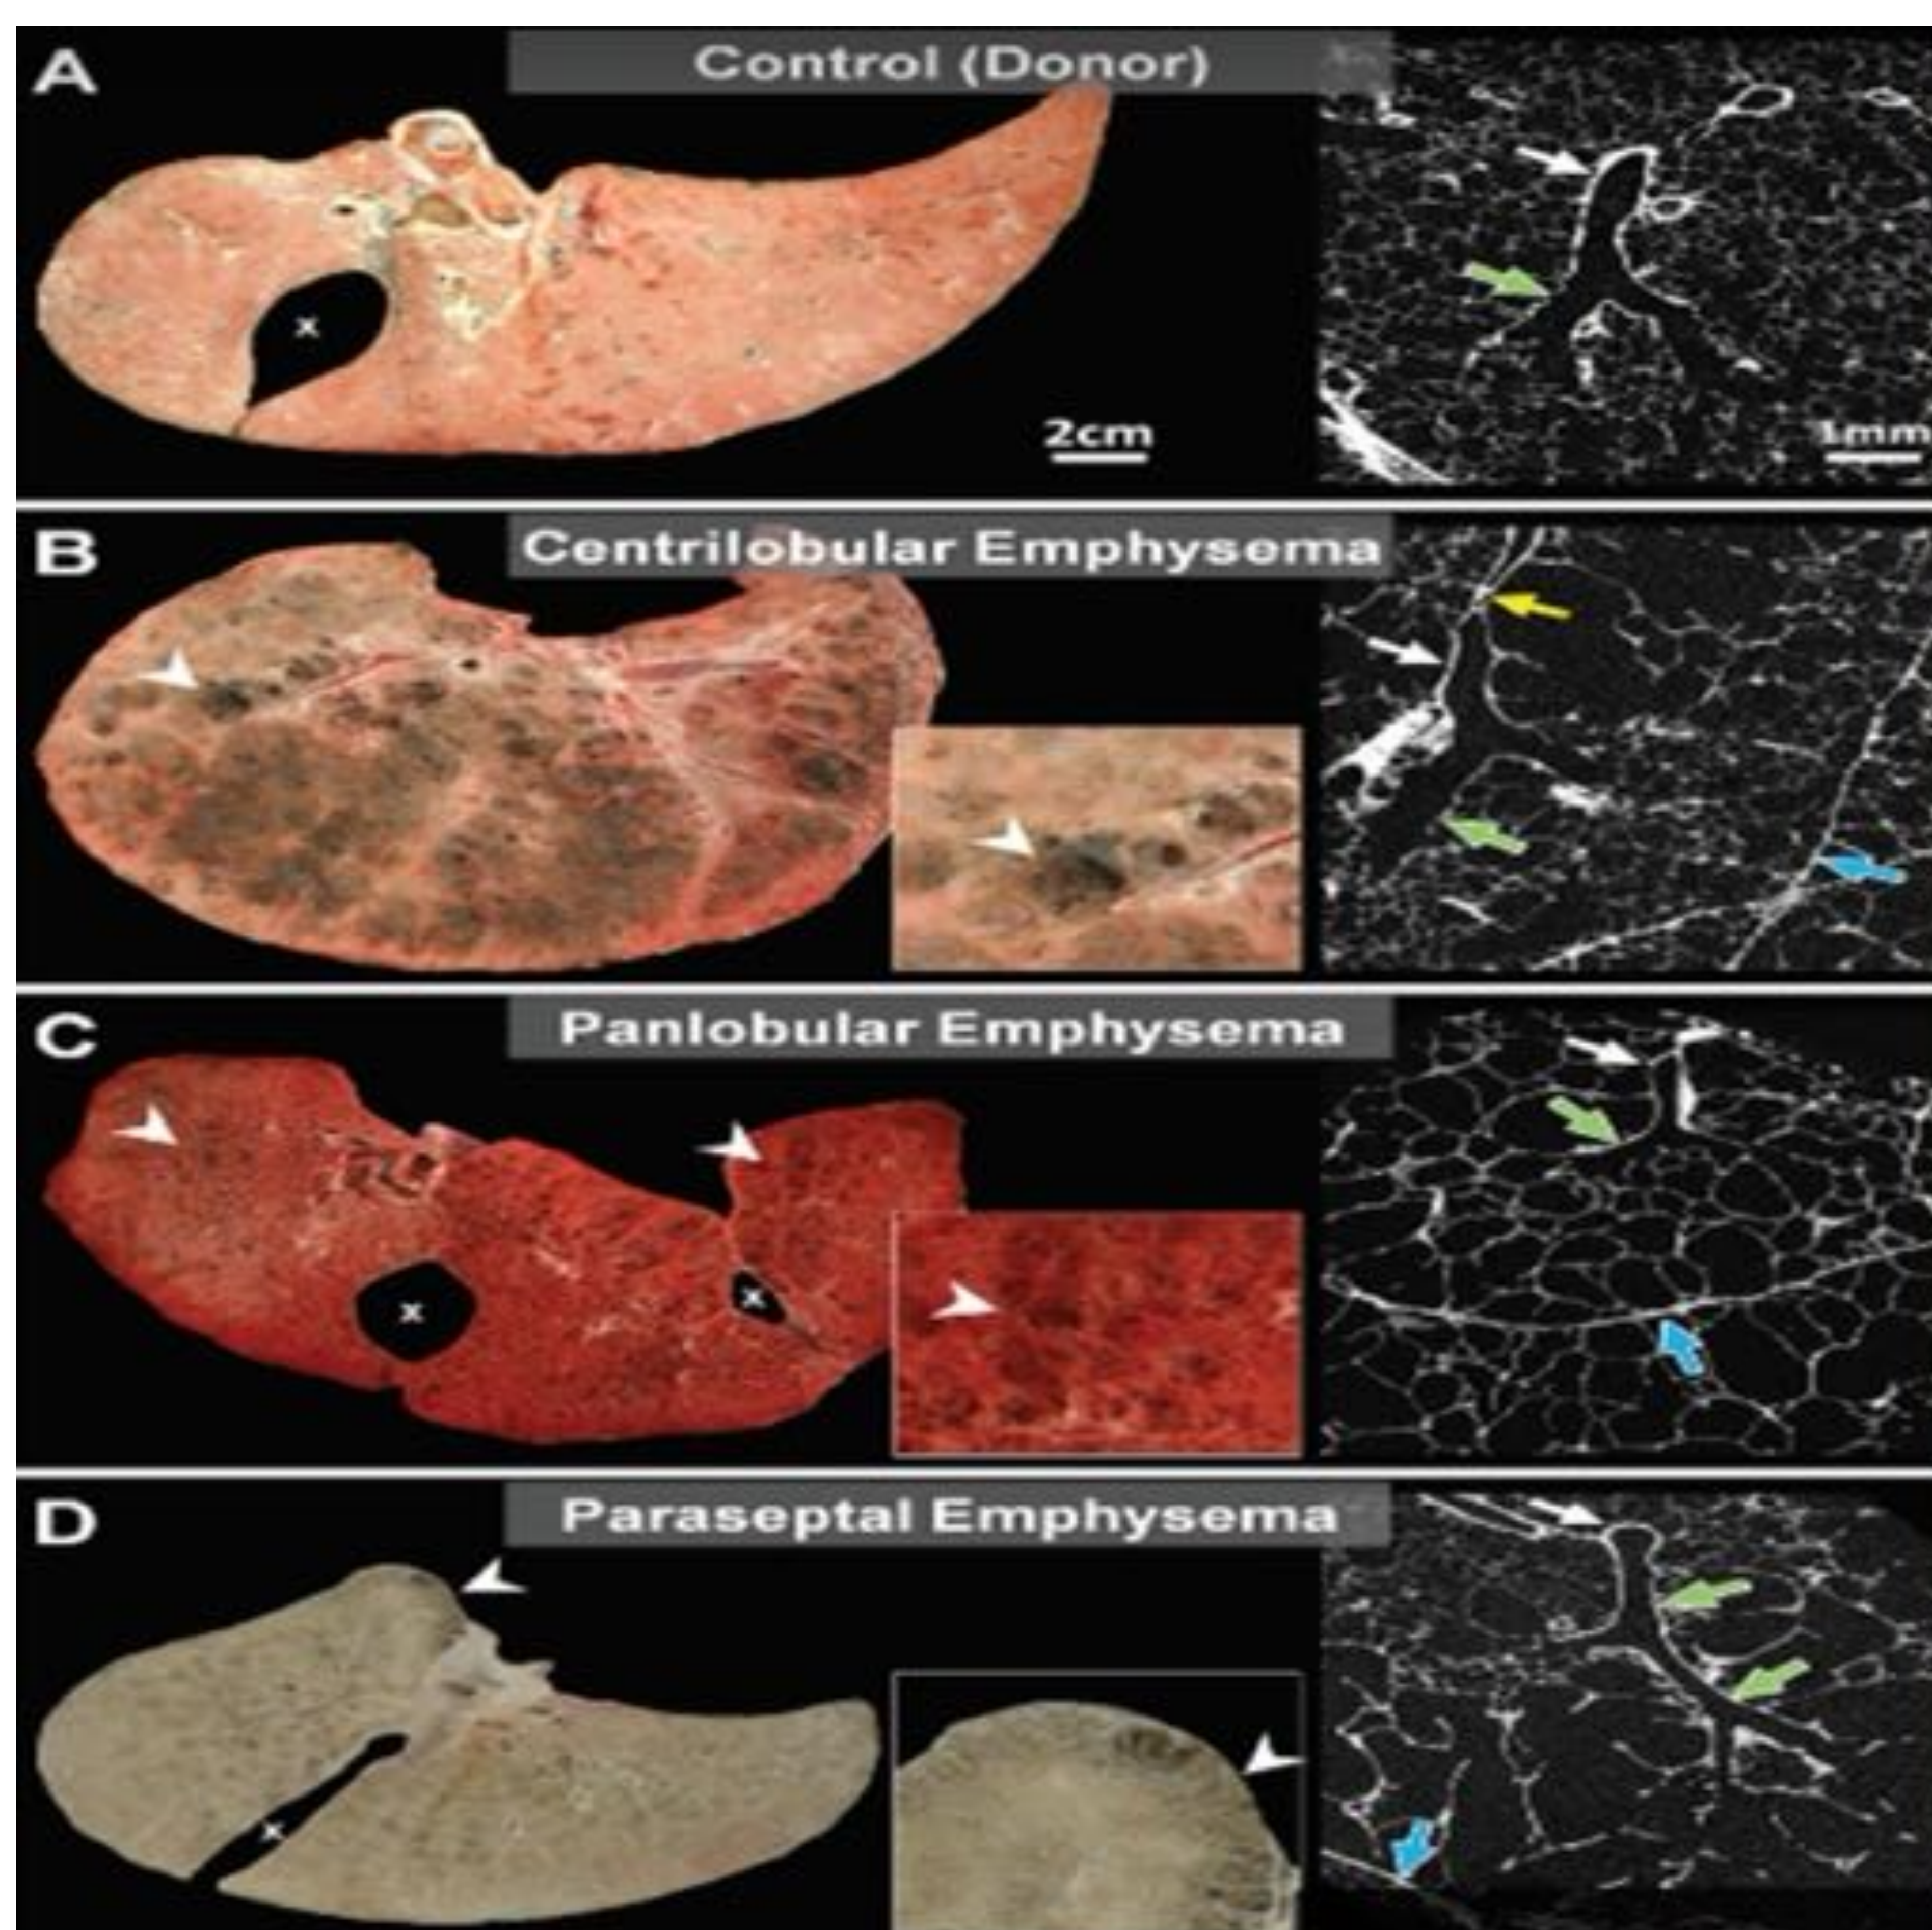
Comparación de porciones de pulmón conservado con imágenes de TC.
